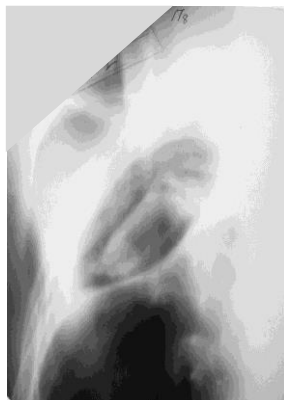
Аспергиллома верхней доли правого легкого. Томограмма.
